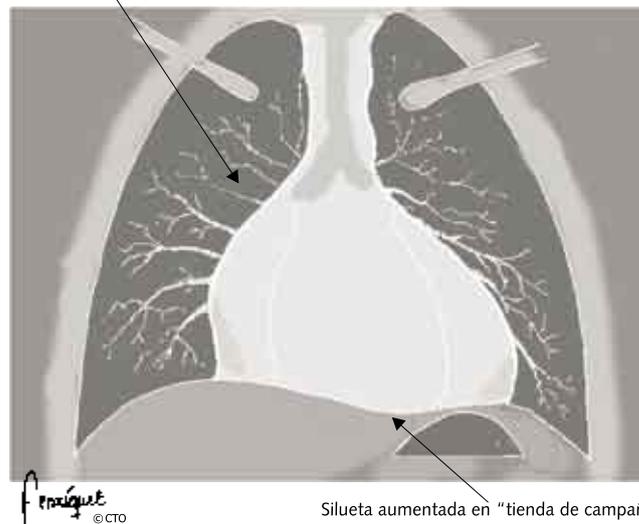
Radiografía de un derrame pericárdico.
